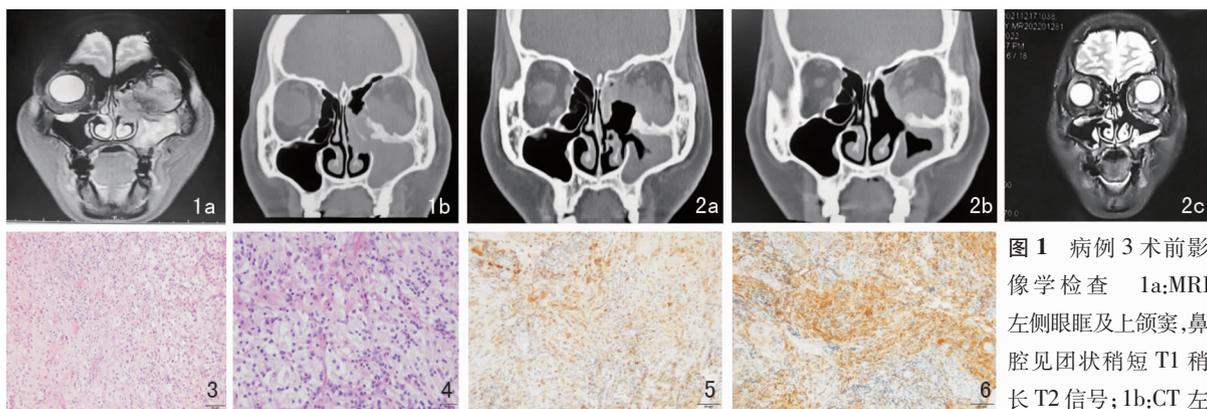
病例3术前影像学检查 1a: MRI 左侧眼眶及上颌窦,鼻腔见团块稍短T1稍长T2信号;1b: CT 左侧上颌窦明显软组织密度增高影,窦壁可见骨质破坏,病变向鼻腔、筛窦、眼眶侵犯
